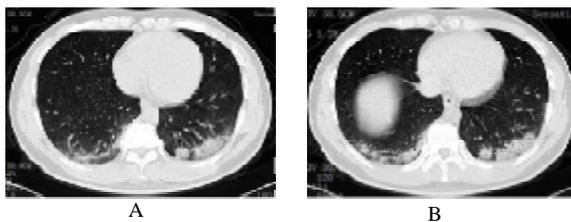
NCP患者,男,36岁,发热7d,初诊胸部CT影像示两肺下叶胸膜下多发斑片状实变病灶
